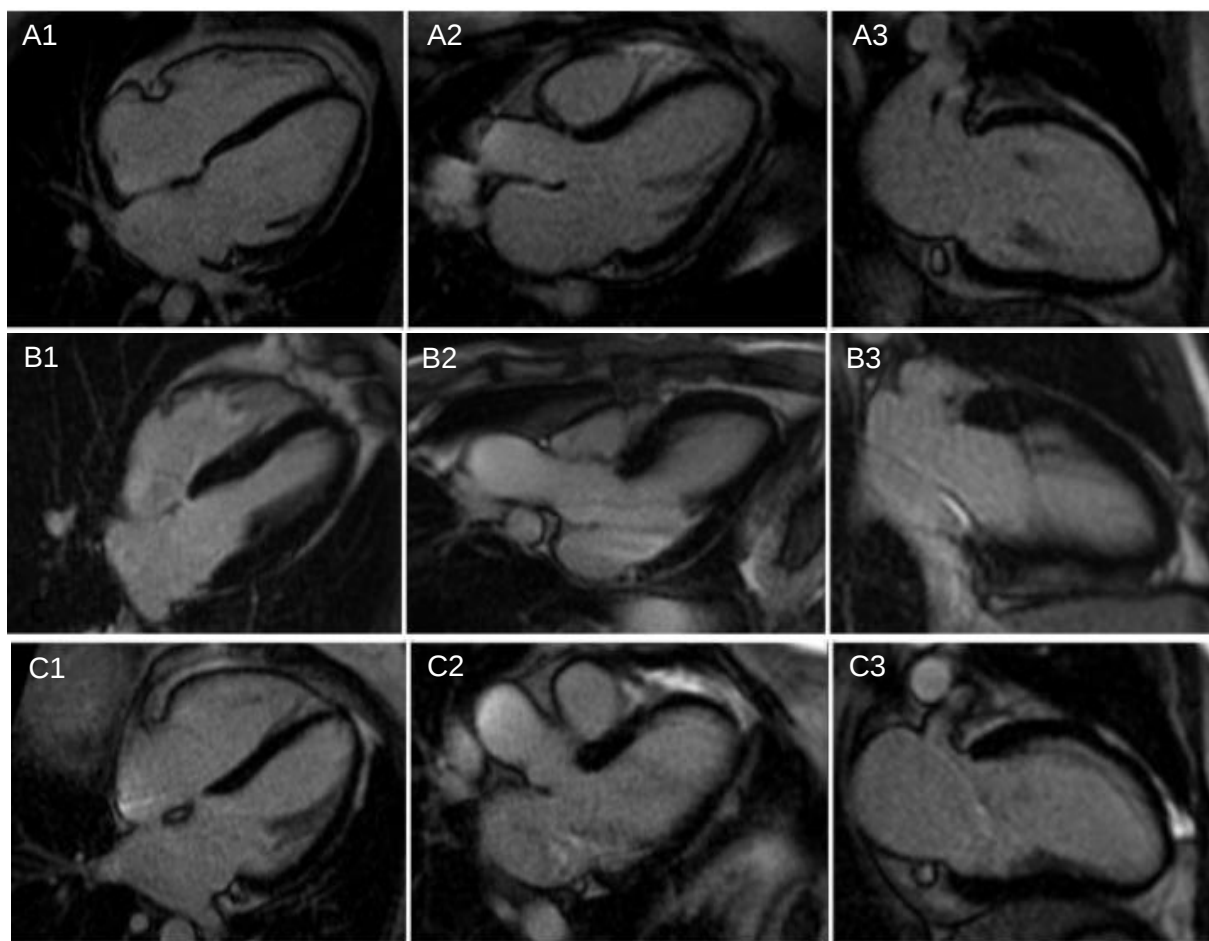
A) RMN cardíaca do familiar IV.3. Imagens de RM na sequência *inversion-recovery* (realce tardio) nos eixos 4CH (A1), VSVE (A2) e 2CH (A3). Nota-se ausência de fibrose ou hipertrofia ventricular. B) RMN cardíaca do familiar IV.6. Imagens de RM na sequência *inversion-recovery* (realce tardio) nos eixos 4CH (B1), VSVE (B2) e 2CH (B3). Nota-se ausência de fibrose ou hipertrofia ventricular. C) RMN cardíaca do familiar IV.2. Imagens de RM na sequência *inversion-recovery* (realce tardio) nos eixos 4CH (C1), VSVE (C2) e 2CH (C3). Nota-se ausência de fibrose ou hipertrofia ventricular.
